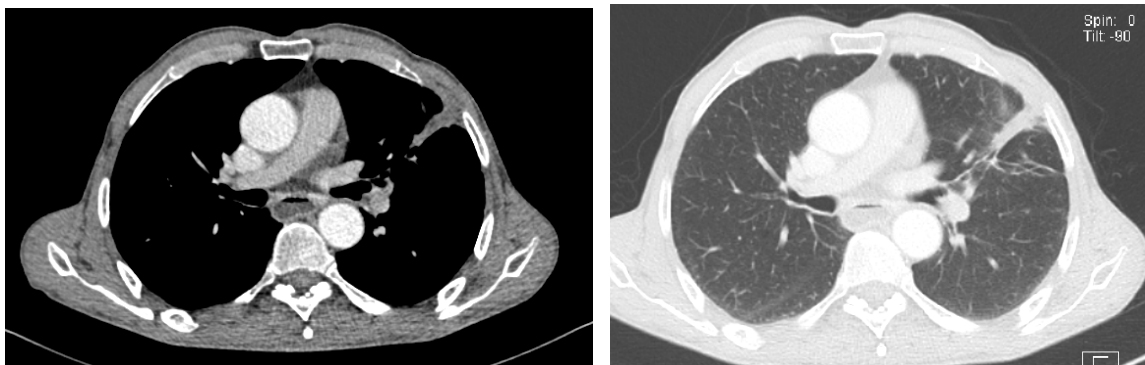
TDM thoracique réalisée 8 mois après la RF (a : fenetre médiastinale après injection de PDC, b : fenetre parenchymateuse) : réduction du volume du nodule et persistance d'une image cicatricielle, témoignant d'une bonne réponse thérapeutique
